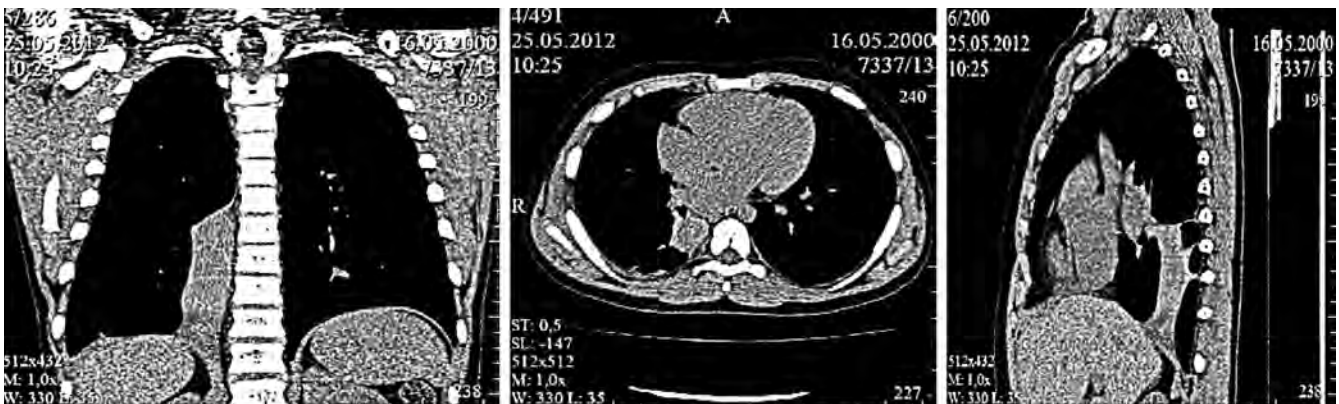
МСКТ грудной клетки через 8 мес от начала заболевания
